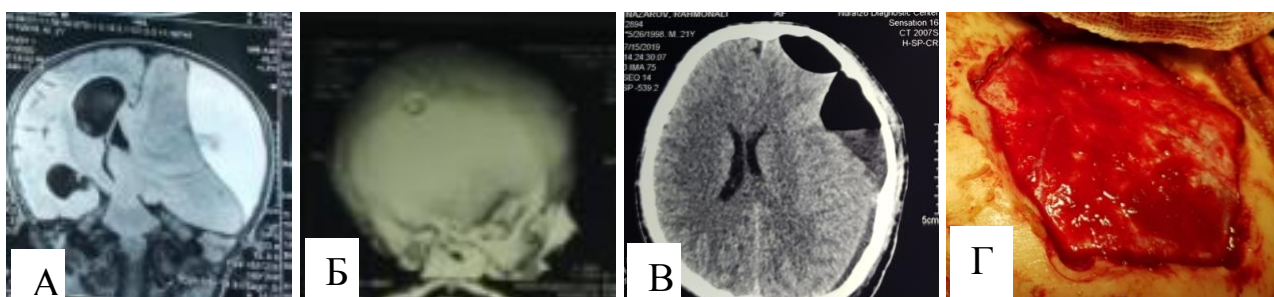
Контрольный снимок КТ-черепа и головного мозга на 5-е сутки; а - мрт головного мозга, фронтальный срез: хроническая субдуральная гематома объемом 110 см³; б - место наложения фрезевых отверстий; в - ложе удаленной гематомы, остатки гематомы и пневмоцефалия; г- костно-пластическая трепанации черепа.
